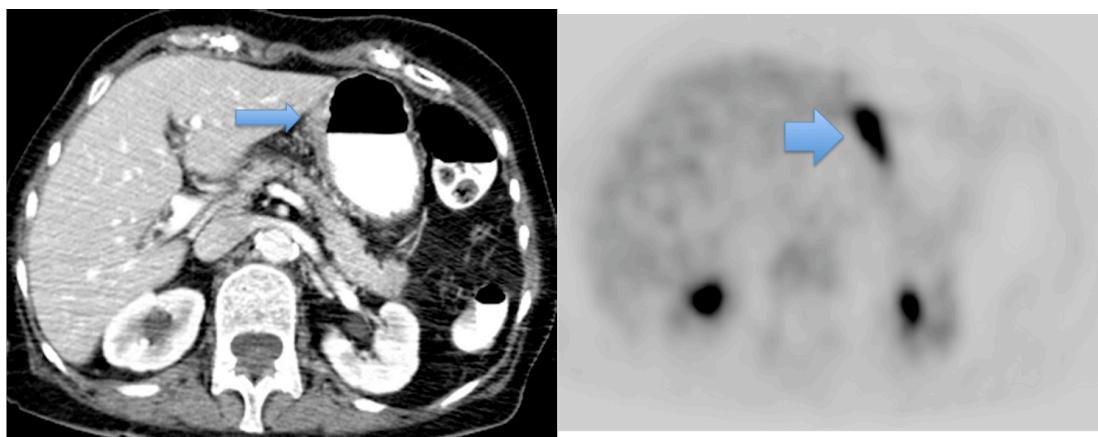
Imagen de FDG-PET. Paciente N°29, varón diagnosticado de LNHBDCG estadio IVB IPI 3. Intensa captación de FDG por infiltración extranodal de pared gástrica (flecha), no concluyente en la TC.
